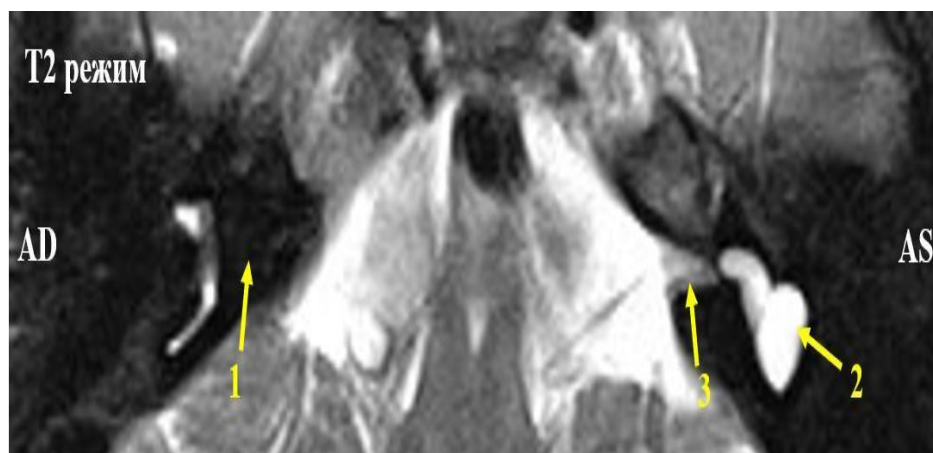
МР-томограмма головного мозга пациента Г. (3,5 года). ВСП не визуализируется (1) справа; Мальформация лабиринта слева (общая полость (2)) с наличием ВСП (3)
